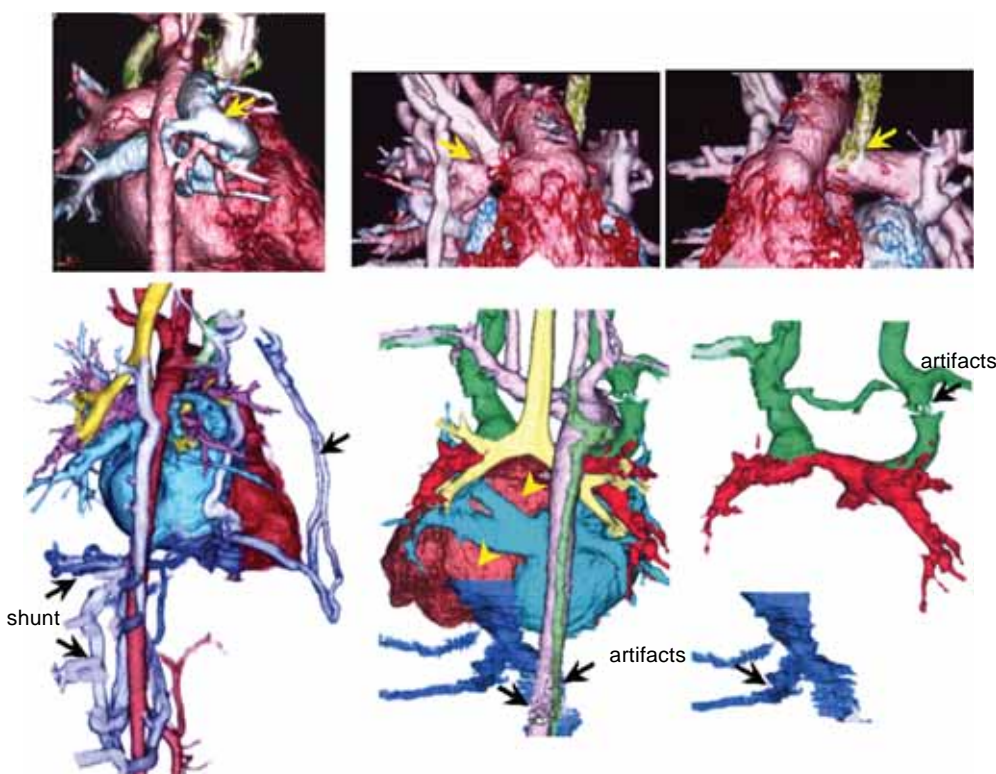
A-1, helical CT angiogram of an infant with asplenia and total anomalous pulmonary venous drainage type Ib (case #7, 6 months). Arrows indicate tortuous common pulmonary vein. A-2, A-3, helical CT angiograms of the same patient after Glenn anastomosis (8 months). Arrows indicate right and left Glenn anastomosis. A-4, helical CT angiogram of the same patient before Fontan procedure (2y 1m). Arrows indicate venous shunts. B-1, B-2, helical CT angiograms of a child with asplenia after Glenn and Fontan procedures (case #9, 2y 9m). Arrows indicate artifacts induced by coil embolization. Arrowheads indicate extra-cardiac conduit.
